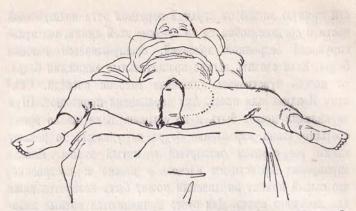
Фиксационная повязка, Пунктиром указана вырезка на гипсовой повязке для рентгенографии.
